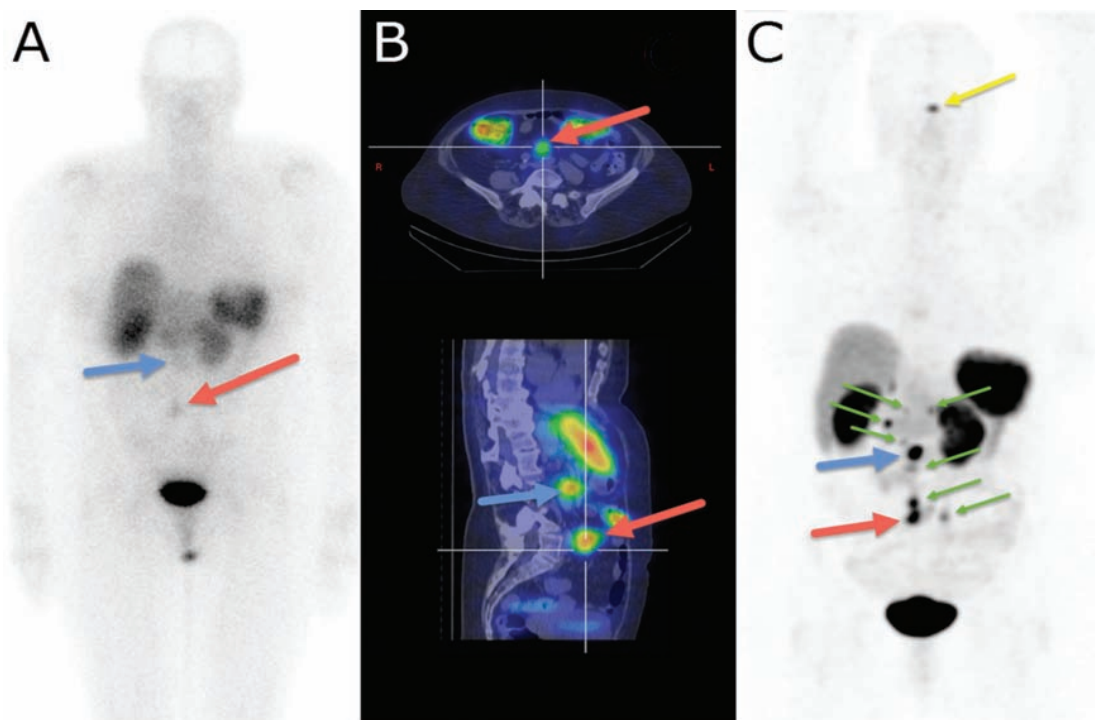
Images obtenues à l'Octréoscan (A et B) et à l'Octréotate (C) chez le même patient à un mois d'intervalle. Scintigraphie à l'Octréoscan (A) : la flèche rouge pointe une lésion sur-exprimant les récepteurs à la somatostatine et la flèche bleue indique une lésion équivoque abdominale. SPECT-TDM à l'Octréoscan (B) : deux lésions clairement visibles (flèches rouge et bleue). TEP-Octréotate (C) : confirme que les deux lésions visibles à l'Octréoscan sur-expriment les récepteurs à la somatostatine en plus de sept autres lésions (flèches vertes). Captation hypophysaire physiologique (flèche jaune).
